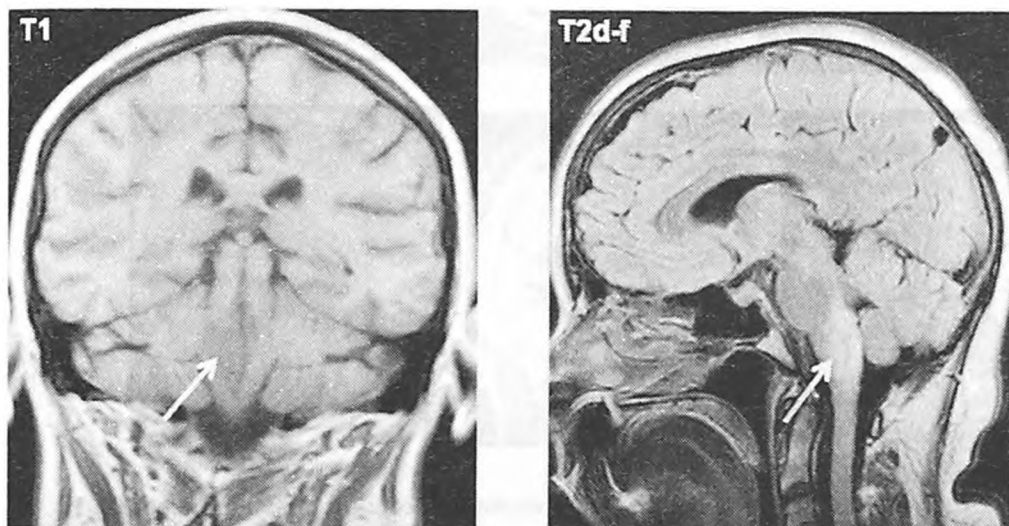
Саркоидоз головного мозга. МРТ больной Г., 40 лет. В задних отделах правой половины продолговатого мозга выявляется небольшой очаг (обозначен стрелк) округлой формы с ровными нечеткими контурами, окруженный зоной повышенного МР-сигнала в режимах Т2 и Т2d-f (FLAIR), характерного для отека ткани мозга, слабо пониженного – в Т1.
